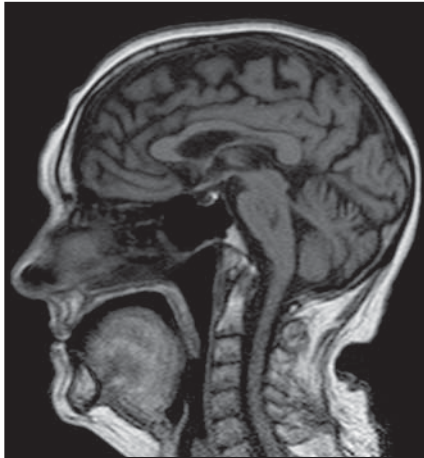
Ressonância magnética, corte sagital: imagem na ponte.
